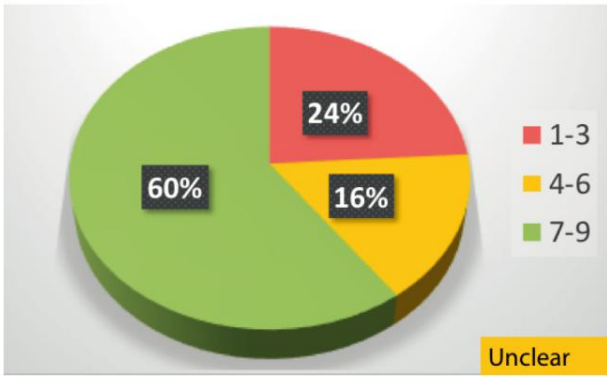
德尔菲:出于二级医疗/耳鼻喉科药物治疗的目的,是否认可使用此前 6-12 个月内所行的 CT。
